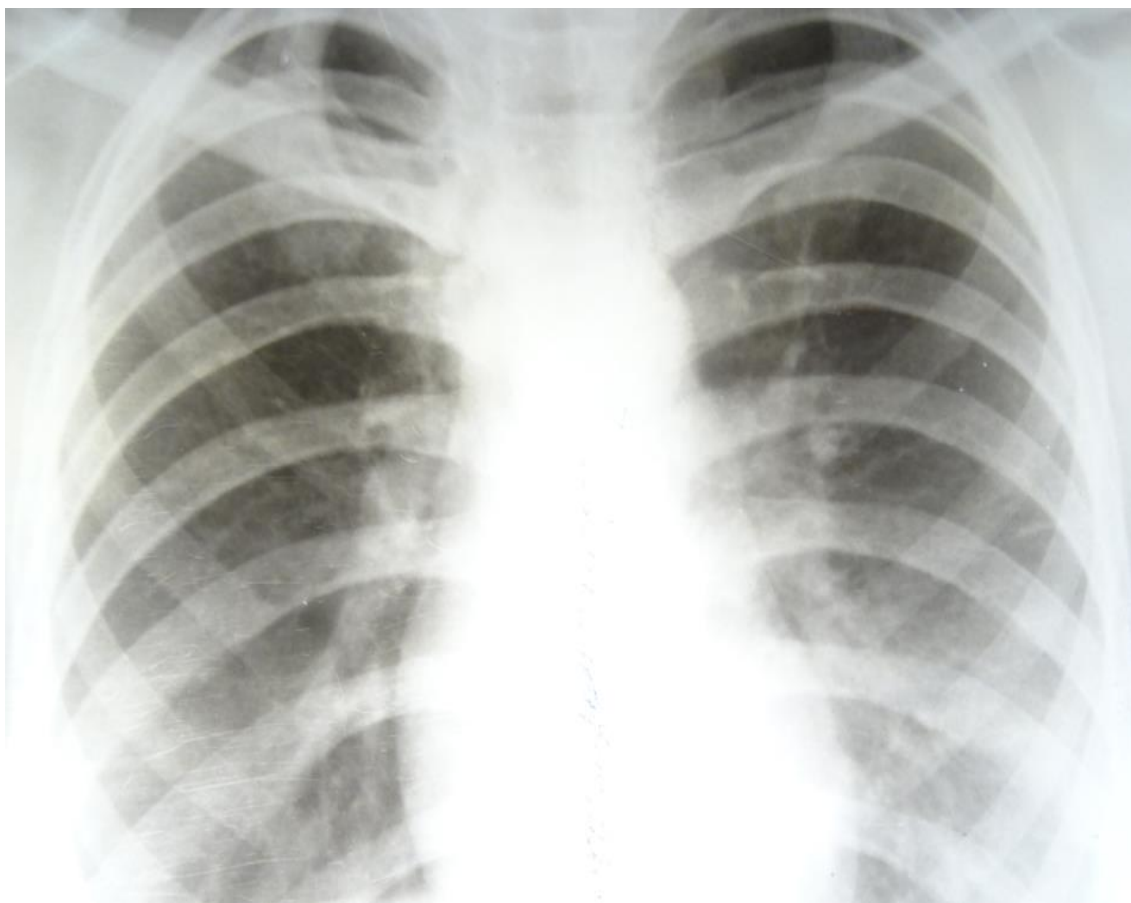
Рентгенограмма больной X. от 9.04.2015.
